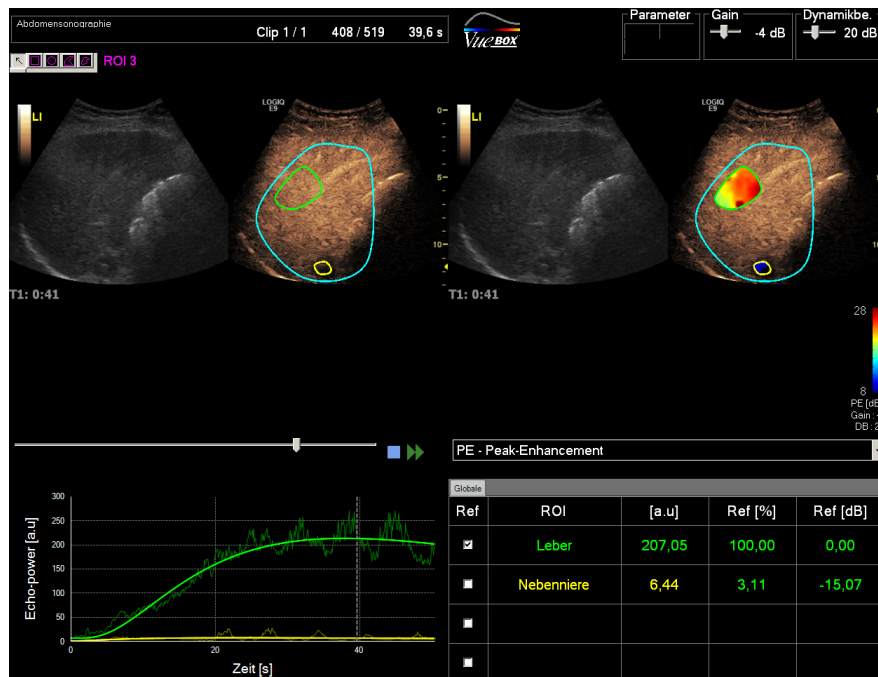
„Regions of Interest“ bei einem Patienten mit Conn-Syndrom. Die blaue Linie stellt die „Begrenzungs-ROI“ dar. In der Nebennierenraumforderung ist die ROI (gelb) markiert. Als Referenzorgan ist sonographisch die Leber dargestellt. Diese ROI ist hier in grün markiert. Beispielhaft sind die Werte des Kontrastmittelparameters Peak-Enhancement dargestellt.
